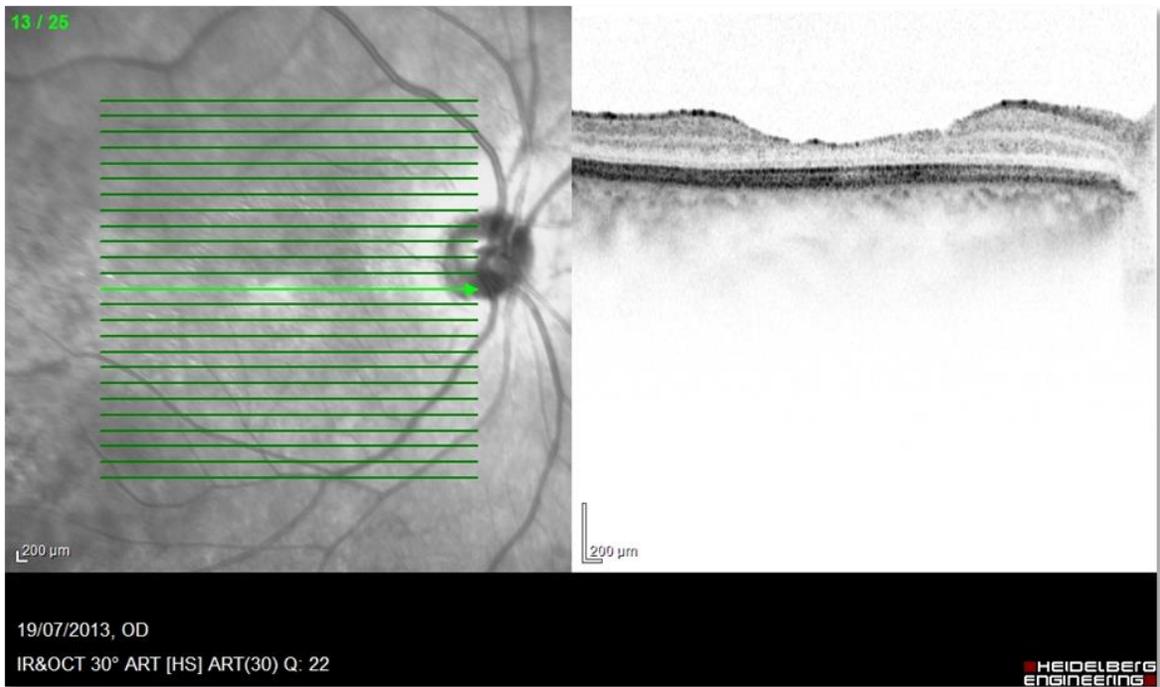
Tomografía de coherencia óptica muestra atrofia foveal y perifoveal de las capas internas de la retina.
